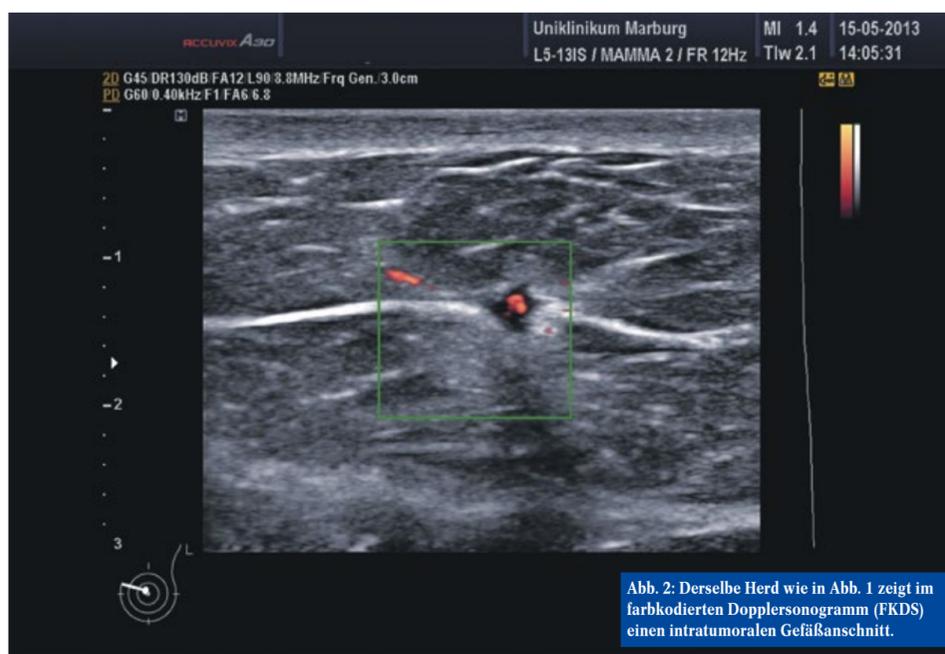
Derselbe Herd wie in Abb. 1 zeigt im farbkodierten Dopplersonogramm (FKDS) einen intratumoralen Gefäßanschnitt.
